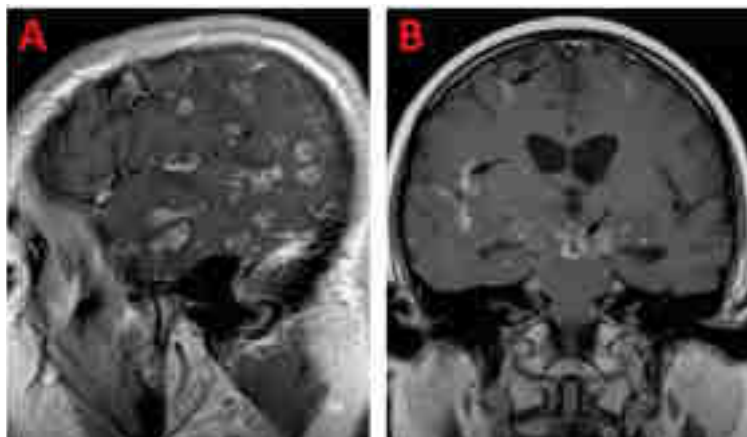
IRM compatible avec une atteinte leptoméningée extensive de PCNSL.³
